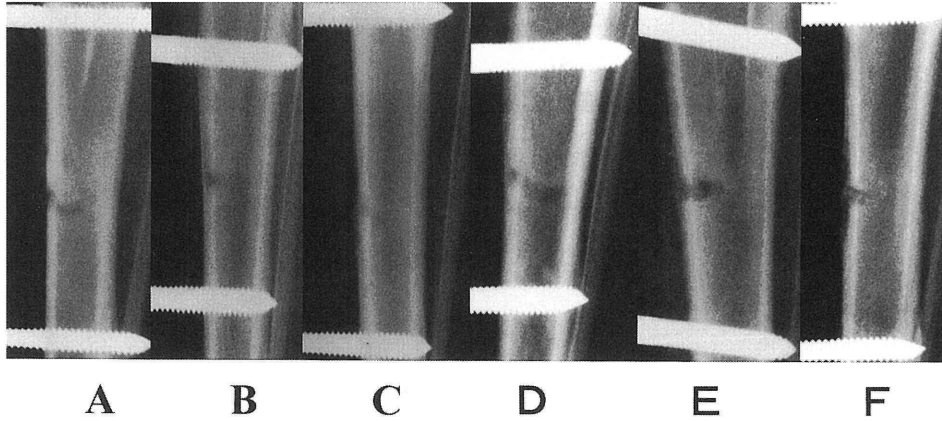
Radiographs on postoperative 4 weeks.
